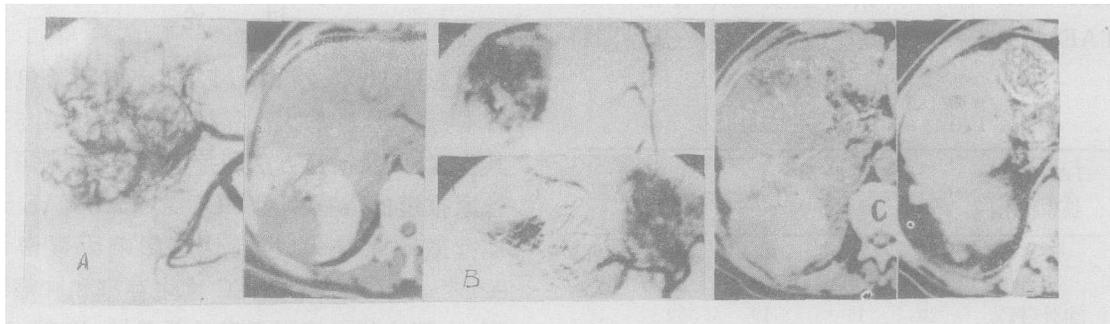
男, 65 岁。术前肝固有动脉 DSA(A, 左) 见丰富肿瘤血管, 未注意到瘤体外上方之少血区; 术后 CT 复查(A, 右) 示肝右叶后段瘤灶内碘油滞积呈缺损状; 第 2 疗次中 IPA DSA(B, 上) 证实有 IPA 供血并作 TAI/TAE; 第 3 疗次中肝固有动脉 DSA(B, 下) 示肝右叶瘤灶内碘油滞积 > 50% 和肿瘤血管明显减少, 但左叶又出现大片浓密肿瘤染色; 第 3 疗次后 CT 复查(C, 左和右) 示胆囊误栓、肝脏多发梗塞和局限性肝萎缩以及残留于肝动脉分支的碘油影。存活 6 个月。
